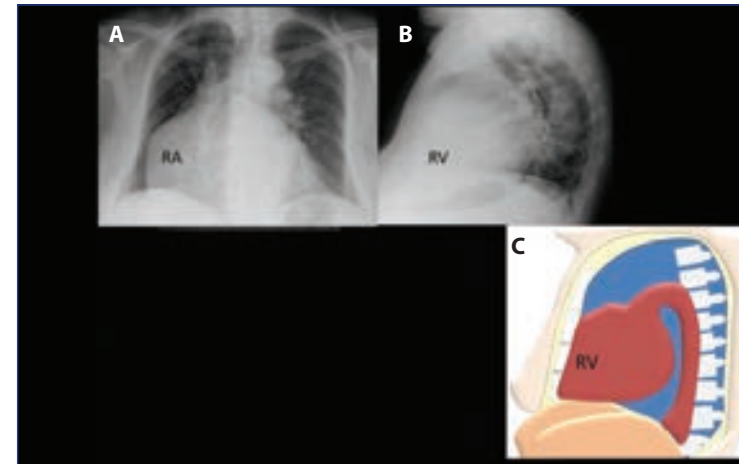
30: (A) ve (B) PA ve lateral göğüs radyografisi sağ kalp kenarının dışa ve yukarı doğru büyümesini ve genişleyen sağ ventrikül büyüklüğünü göstermekte (ön kalp kenarının sternum uzunluğunun 1/3'den fazlası ile temas etmesi). (C) Çizim kalbin ön kenarının sternal uzunluğun 1/3'den fazlası ile temas etmesi.
